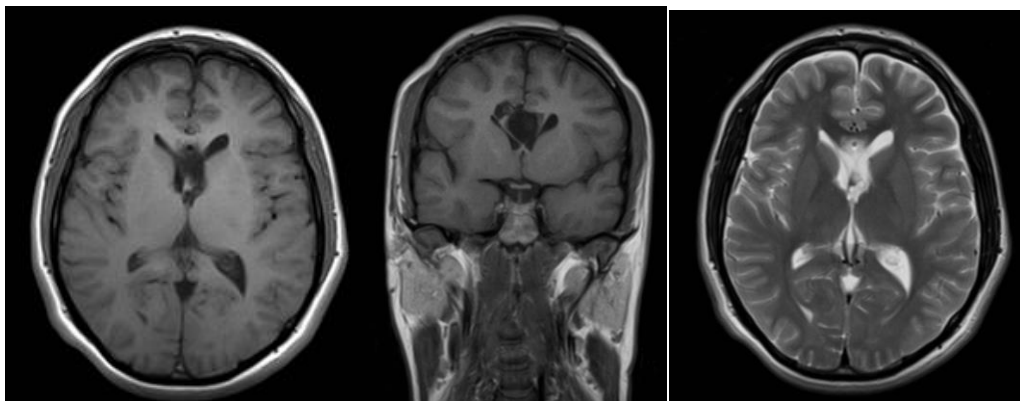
Mismo paciente, masculino de 46 años control posoperatorio por resonancia magnética a los 3 meses (a) axial y (b) coronal en secuencias T1 y (c) axial en secuencia ponderada en T2 en el cual solo se demuestran cambios glióticos hacia ambas astas frontales de los ventrículos laterales.
